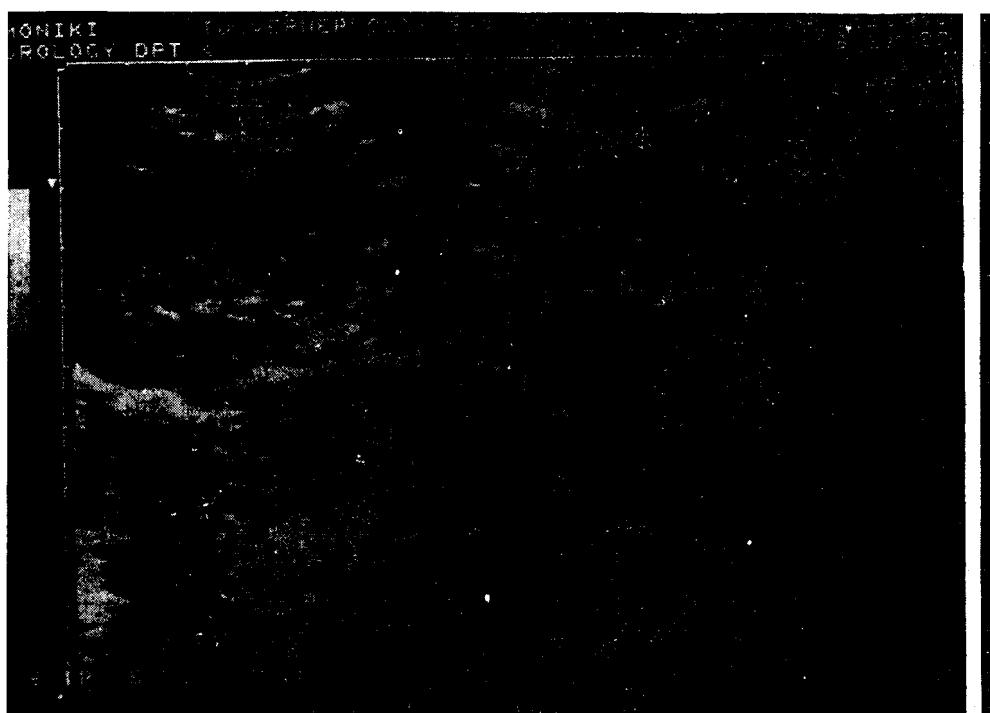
Тот же б-ной. УЗИ. Дилатация чашечно-лоханочной системы левой почки во время мочеиспускания (ПМР)
